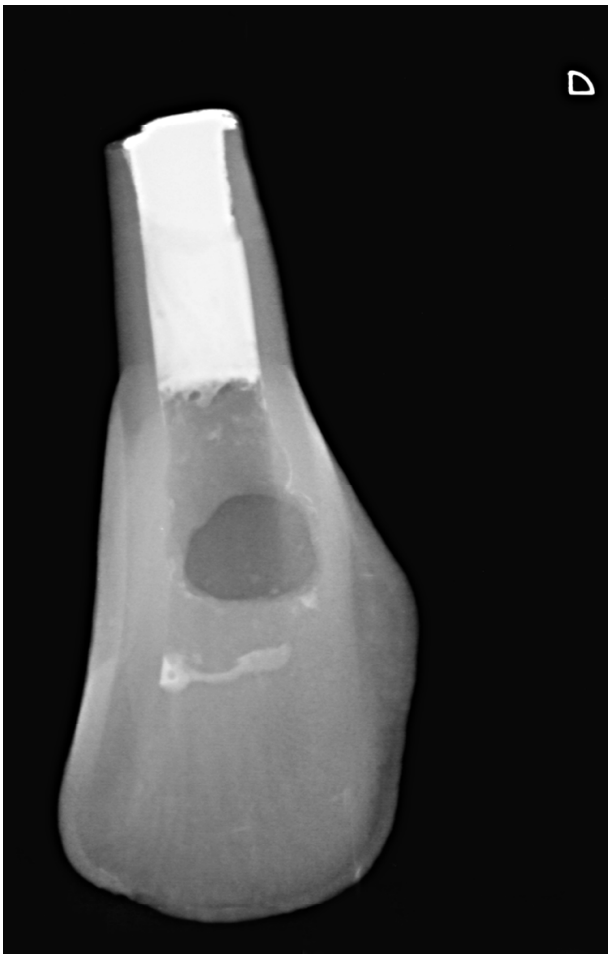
Radiografia periapical digital de tampão apical com hidróxido de cálcio, propilenoglicol, iodofórmio e obturação.
